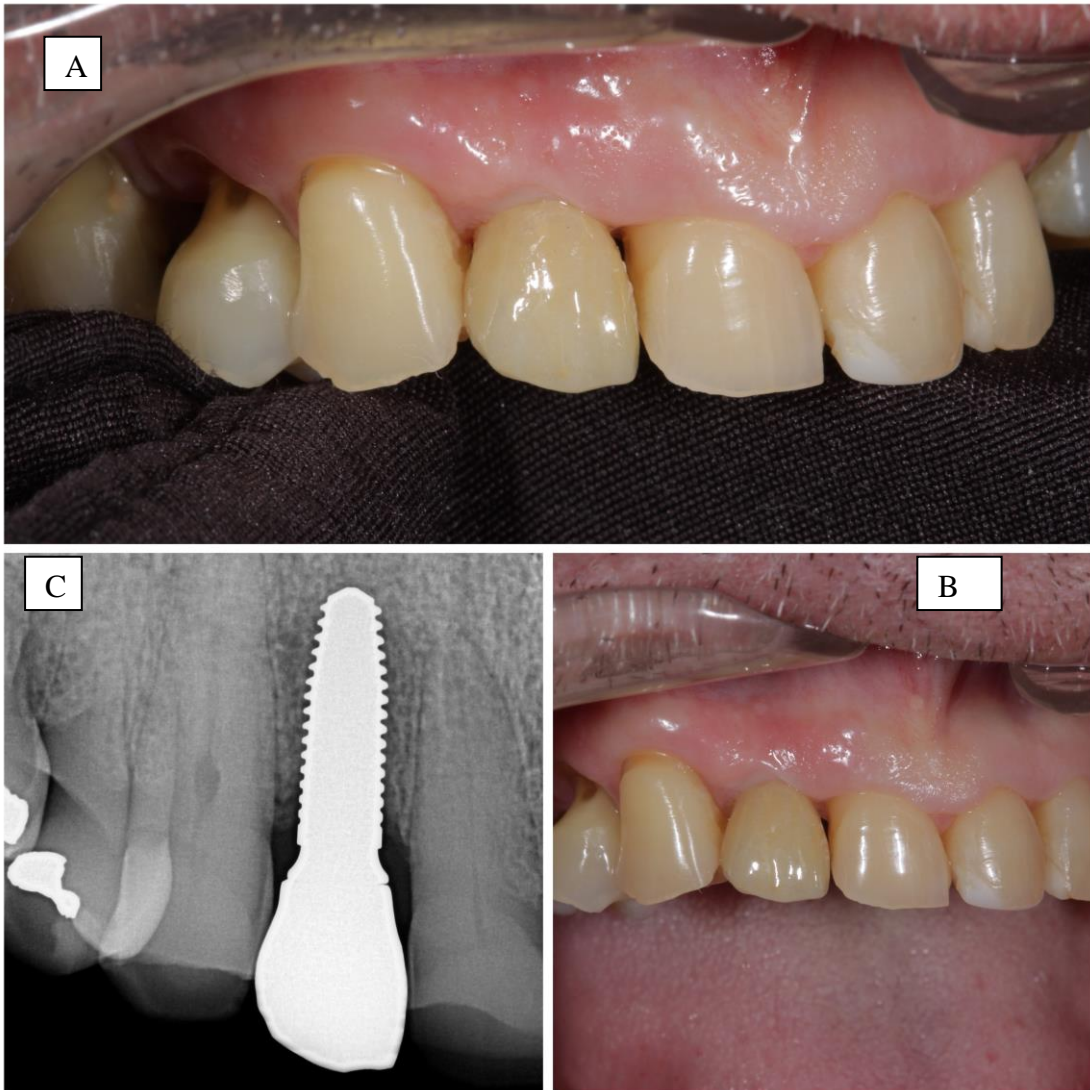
A e B. Vista intrabucal final; C. Radiografia final.
